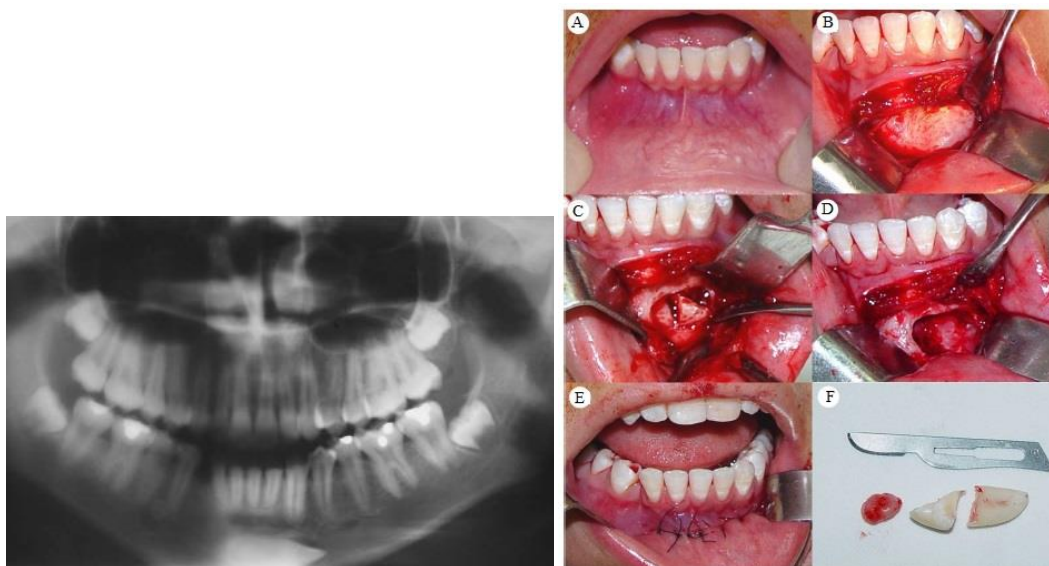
A imagem da esquerda é de uma radiografia panorâmica, onde é possível notar a presença do canino inferior impactado na linha média da região mentoniana. As imagens da direita de exame clínico. Foto A: Incisão horizontal no lábio e divulsão de tecido mole para acesso ao mento. Foto B: Osteotomia e odontosseção para facilitar a remoção do dente. Foto C e D: Remoção do dente e leito cirúrgico. Foto E: Sutura Final externa realizada com fio de mononylon 4.0. Foto F: Dente removido e saco pericoronário.
